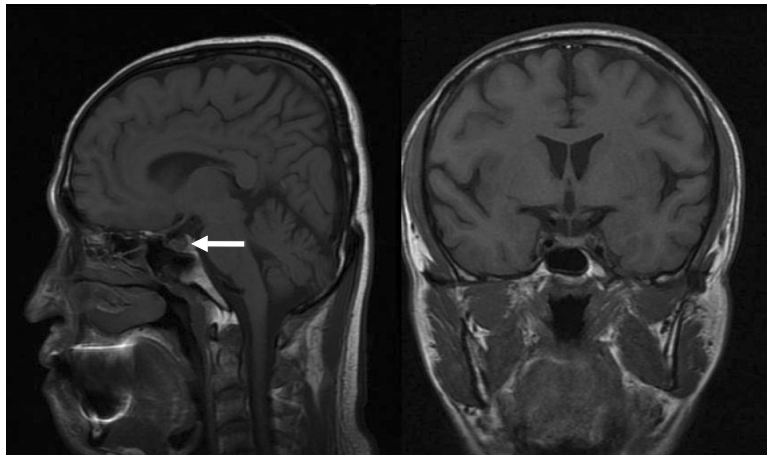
Brain MRI. Brain T1W1 images show “bright spot” in posterior pituitary gland.
